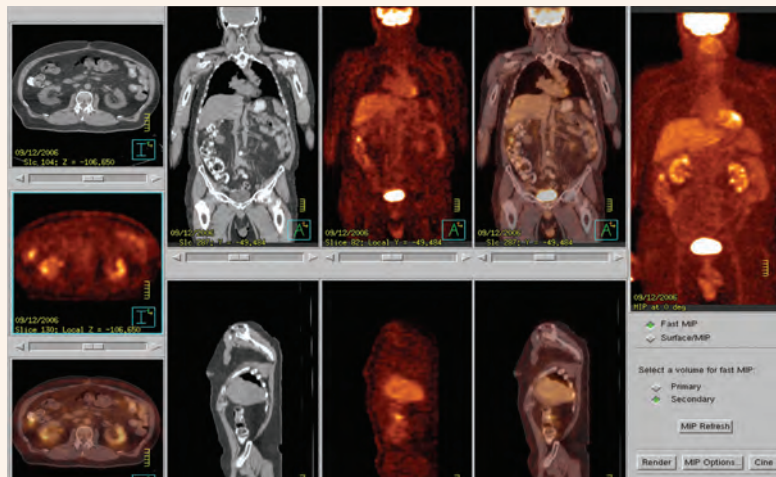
PET-CT detectando cáncer de colon en colon ascendente y mostrando que no hay diseminación a nódulos regionales o metástasis a hígado.
